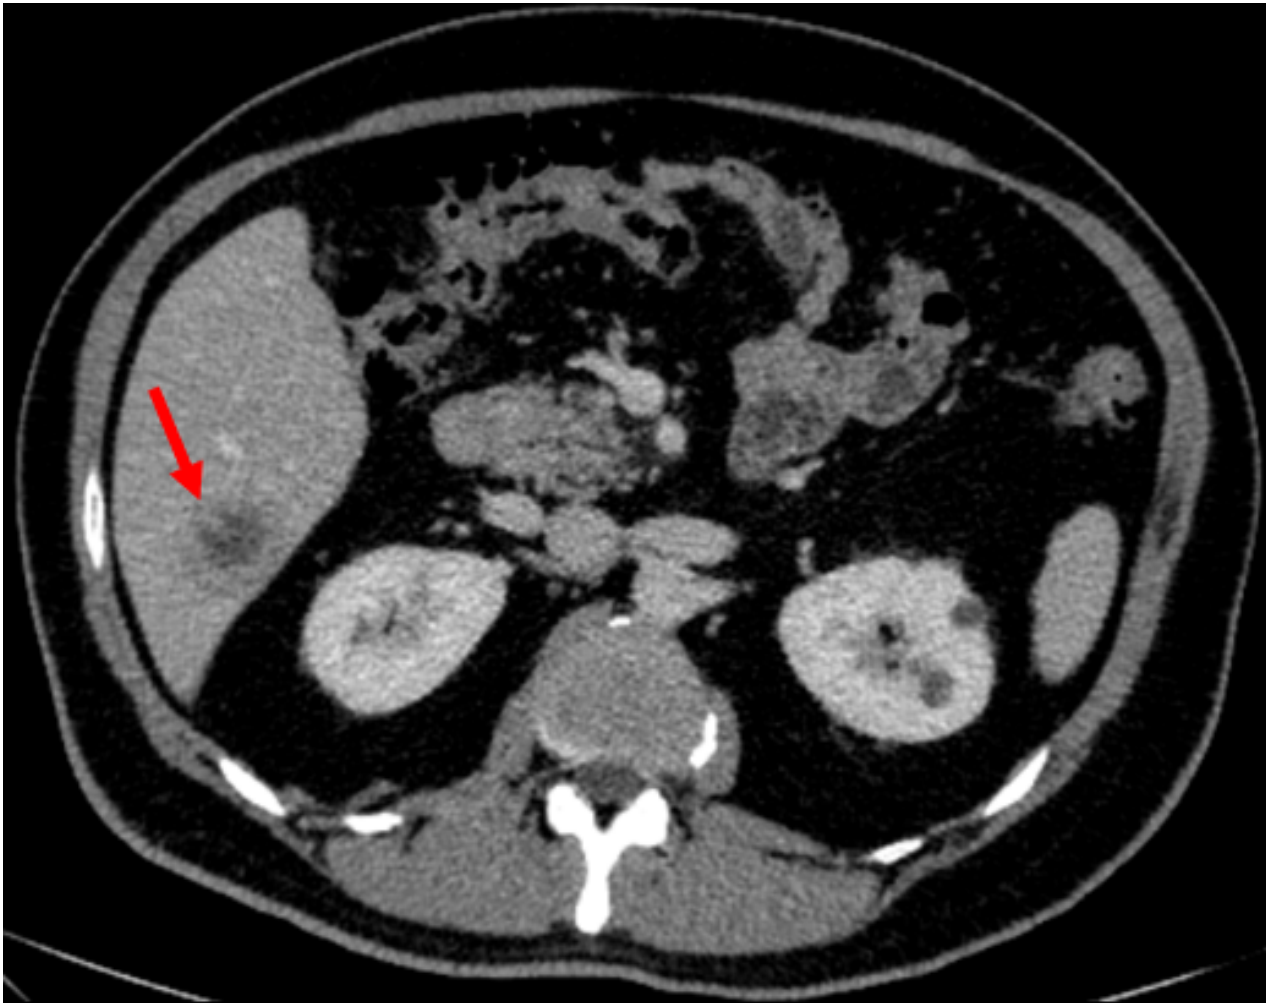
TC com contraste endovenoso plano axial na fase portal, lesão com aspecto em alvo no segmento VI do fígado (seta), de origem metastática.
